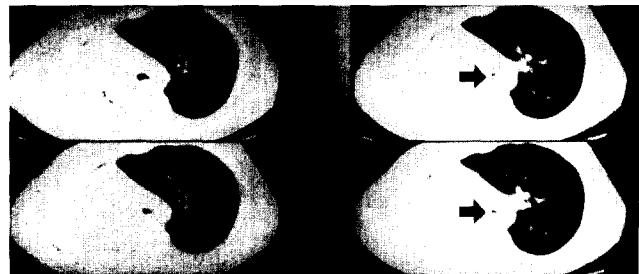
흉부 CT scan. 기관-기관지 단단 문합부를 포함한 좌측 주기관지 내경이 좁아져 있고(↔) 심한 부위는 pin-point 협착을 보이기도 함.
